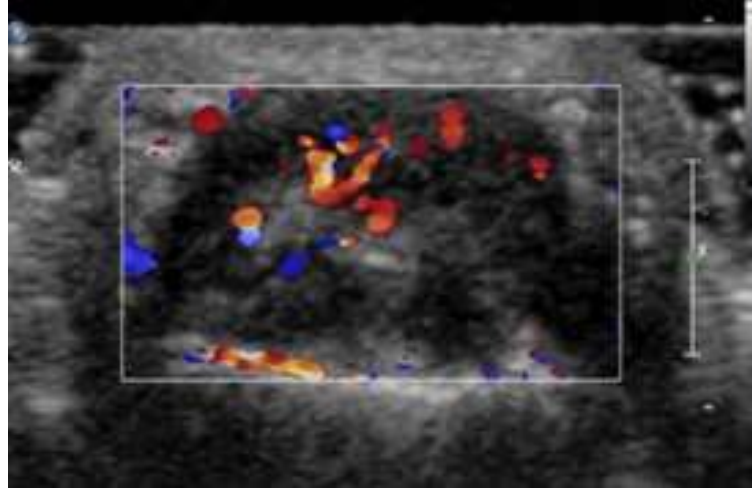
Echo-Doppler couleur : coupe axiale : montre une faible vascularisation au sein de la tumeur avec un flux lent(72)
